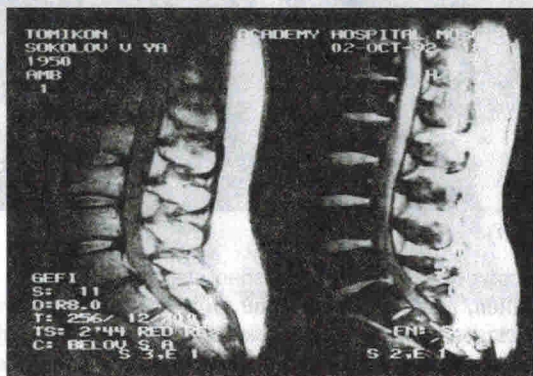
Данные МРТ пояснично-крестцового отдела позвоночника у больных с синдромом люмбагии
